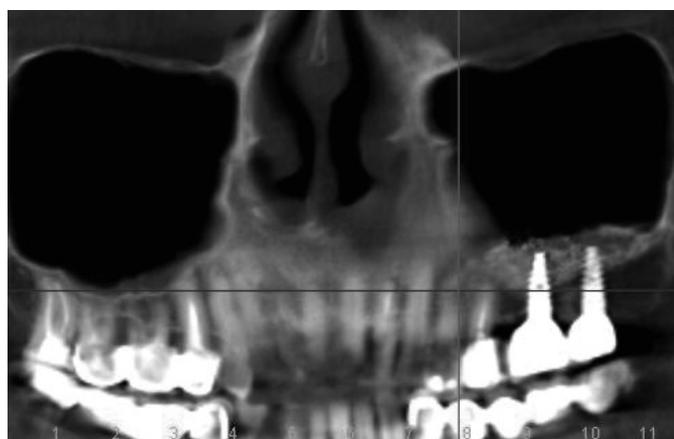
Ортопантомограмма. Дентальные имплантаты на месте 6 и 7 зубов.
